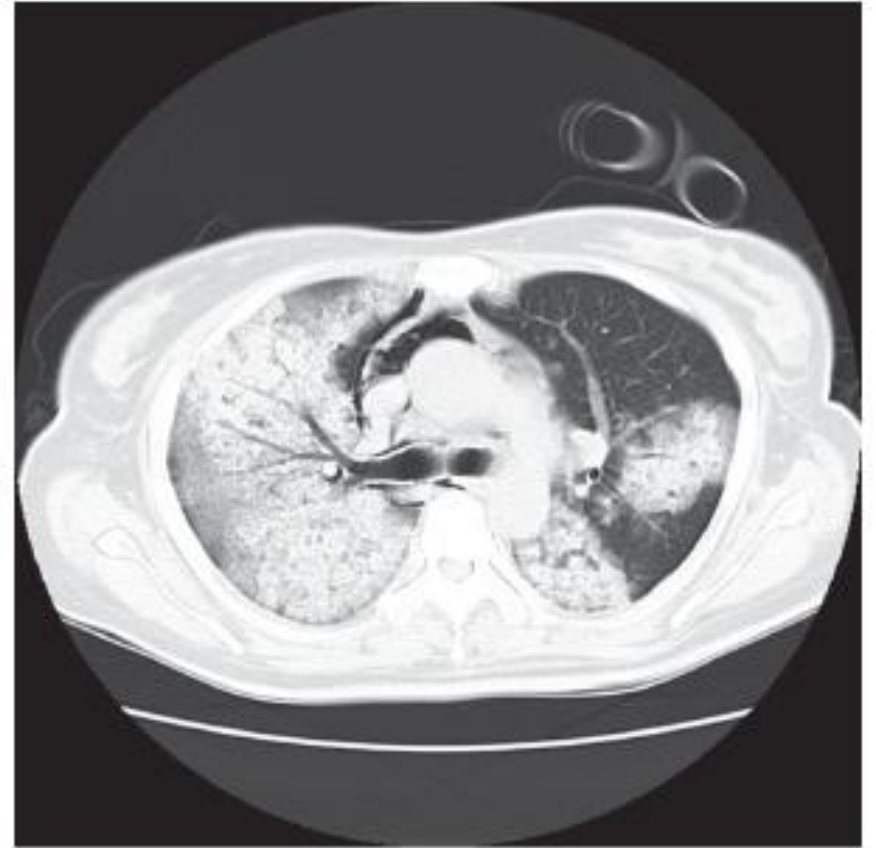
CT scan upon the start of high-dose corticosteroid therapy. The scan shows bilateral pulmonary infiltrates along the peripheral bronchovascular bundles and ground-glass opacities with a panlobular distribution.
